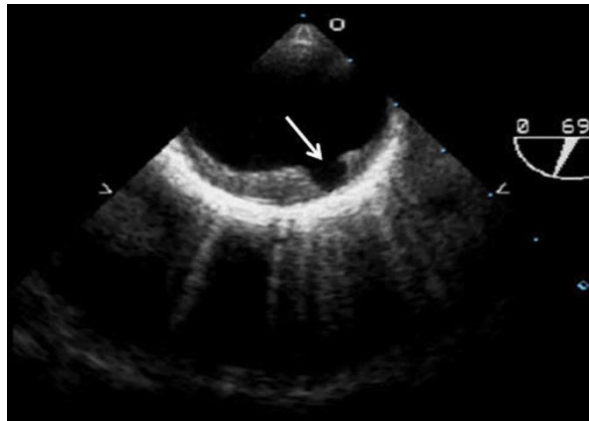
穿透性动脉粥样斑块溃疡患者的经食道超声心动图（箭头示溃疡），注意突出的主动脉粥样斑（没有标出）。
